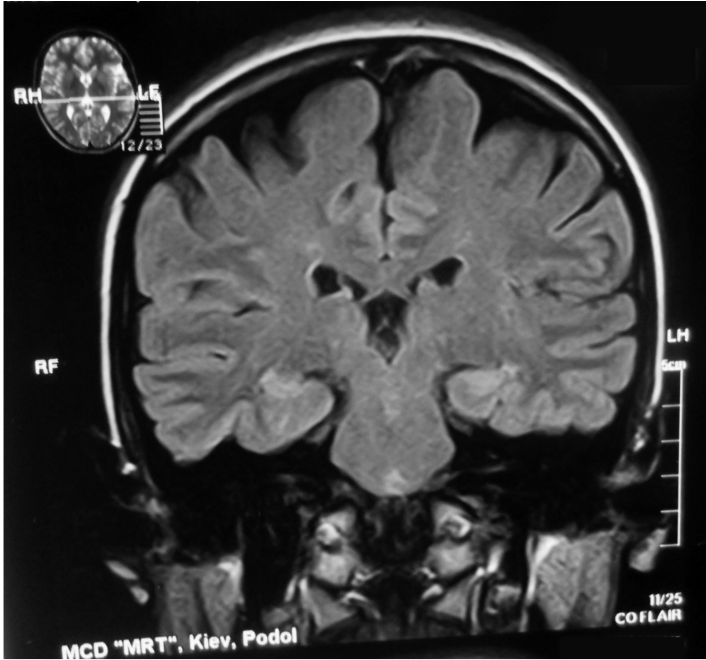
Фото МРТ головного мозку пацієнтки Л. в T2-зваженому режимі в коронарній проекції, що демонструє ознаки зовнішньої гідроцефалії та склерозу обох гіпокампів.
